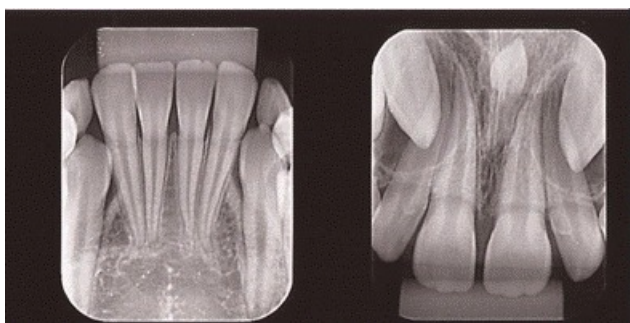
Radiografias periapicais esclarecendo as imagens anteriores e confirmando a presença de mesiodente.
